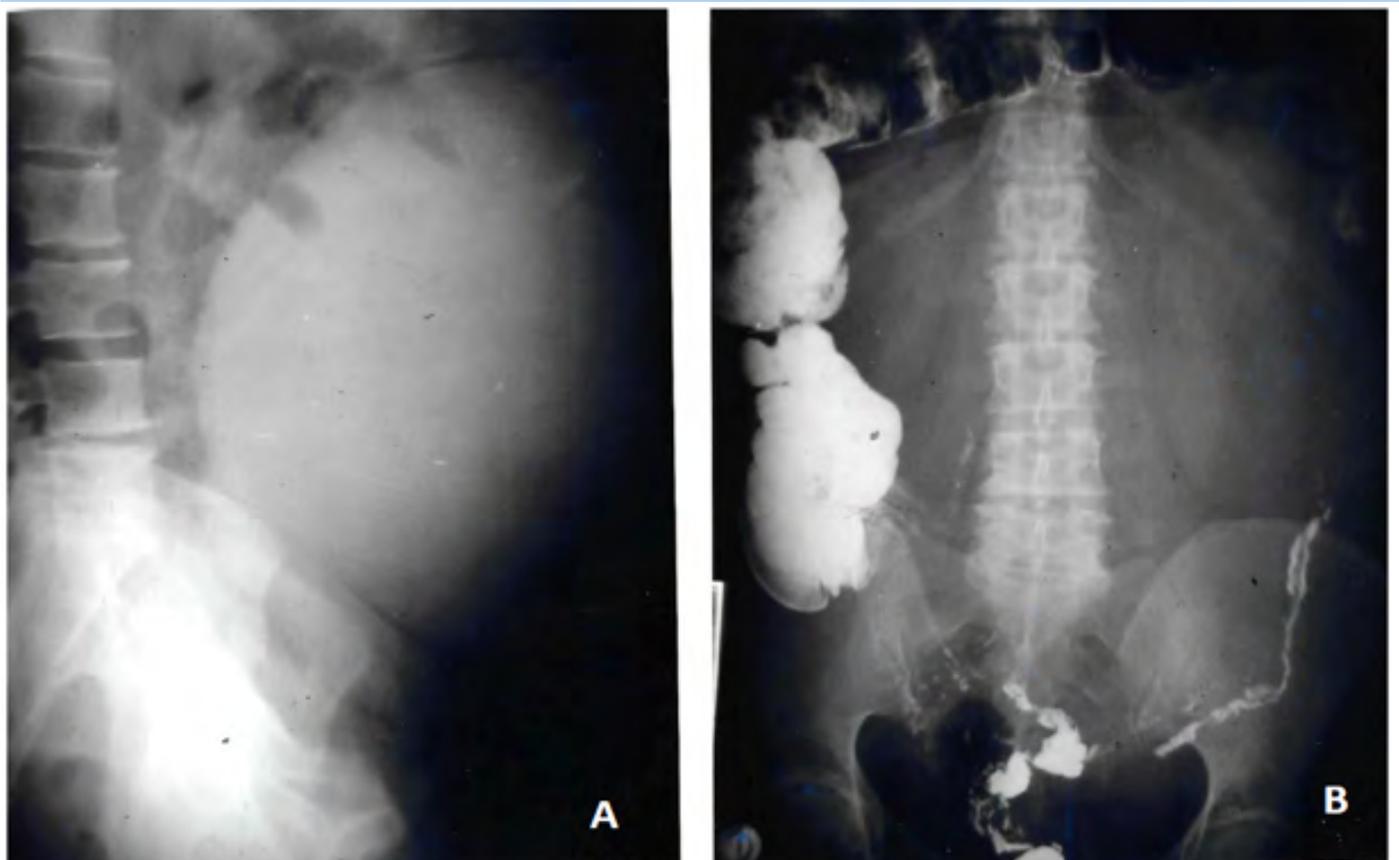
Radiografía lateral simple de abdomen (A) y (B), A-P post-tránsito, en las que se observa una gran masa homogénea que desplaza lateralmente al intestino
